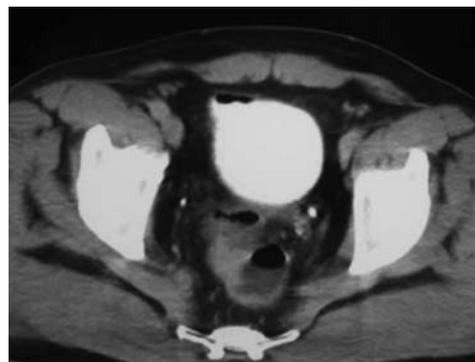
TAC abdominal: segmento de sigmoides adherido y gas en vejiga.
